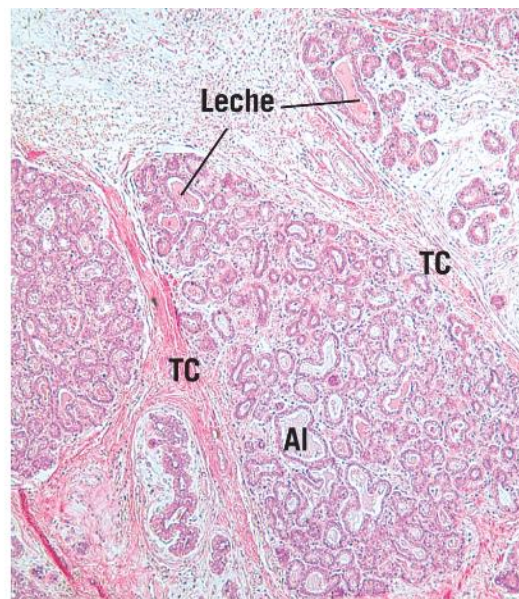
Micrografía a muy bajo aumento de una glándula mamaria en lactancia que muestra lobulillos de alveolos (Al) donde algunos de los alveolos contienen leche. Obsérvese que los lobulillos están separados por elementos de tejido conjuntivo (TC) colagenoso compactados ($\times 56$).
